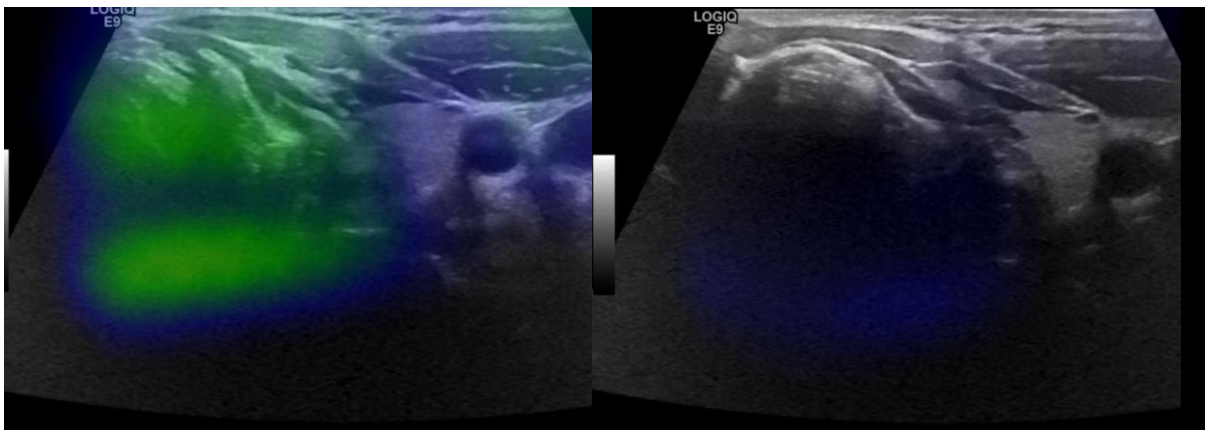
fhSPECT/US patient #1 incapable de restituer une image fusionnée correcte
